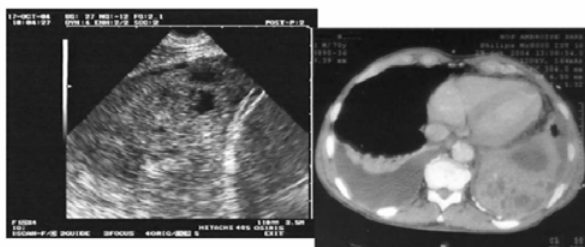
Aspects tomographiques et échographiques d'une pneumonie nécrosante d'après Lichtenstein et al. [28]
